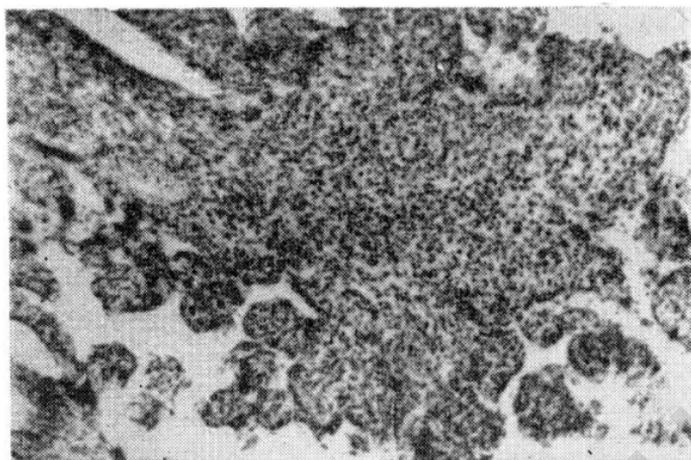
Стволовой виллузит — обильная круглоклеточная инфильтрация стромы ворсины. Мать за 7 дней до родов перенесла заболевание, вызванное аденовирусом. Плод погиб от асфиксии за 7 дней до родов. Гем. эоз.  $\times 36$ .
